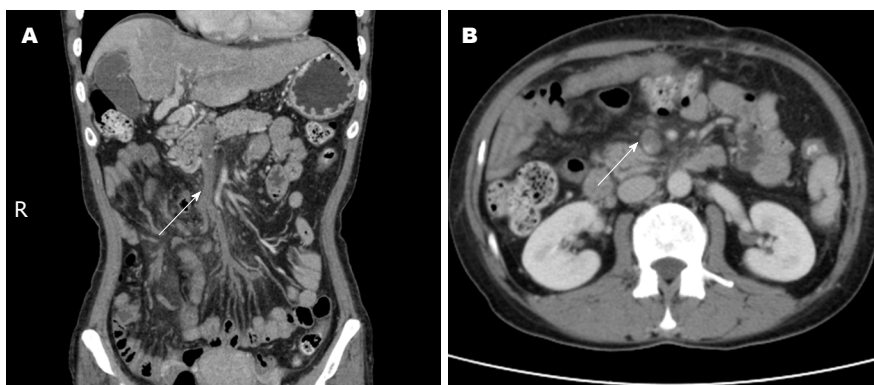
套扎治疗后腹部CT. A: 门静脉-肠系膜上静脉广泛血栓形成; B: 肠系膜上静脉血栓.
